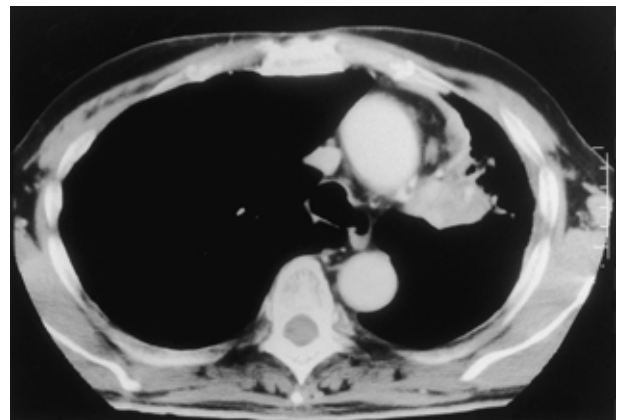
Chest CT shows a mass shadow in the left upper lobe of the lung. The left upper lobe is collapsed and the mediastinum is shifted to the left side.
